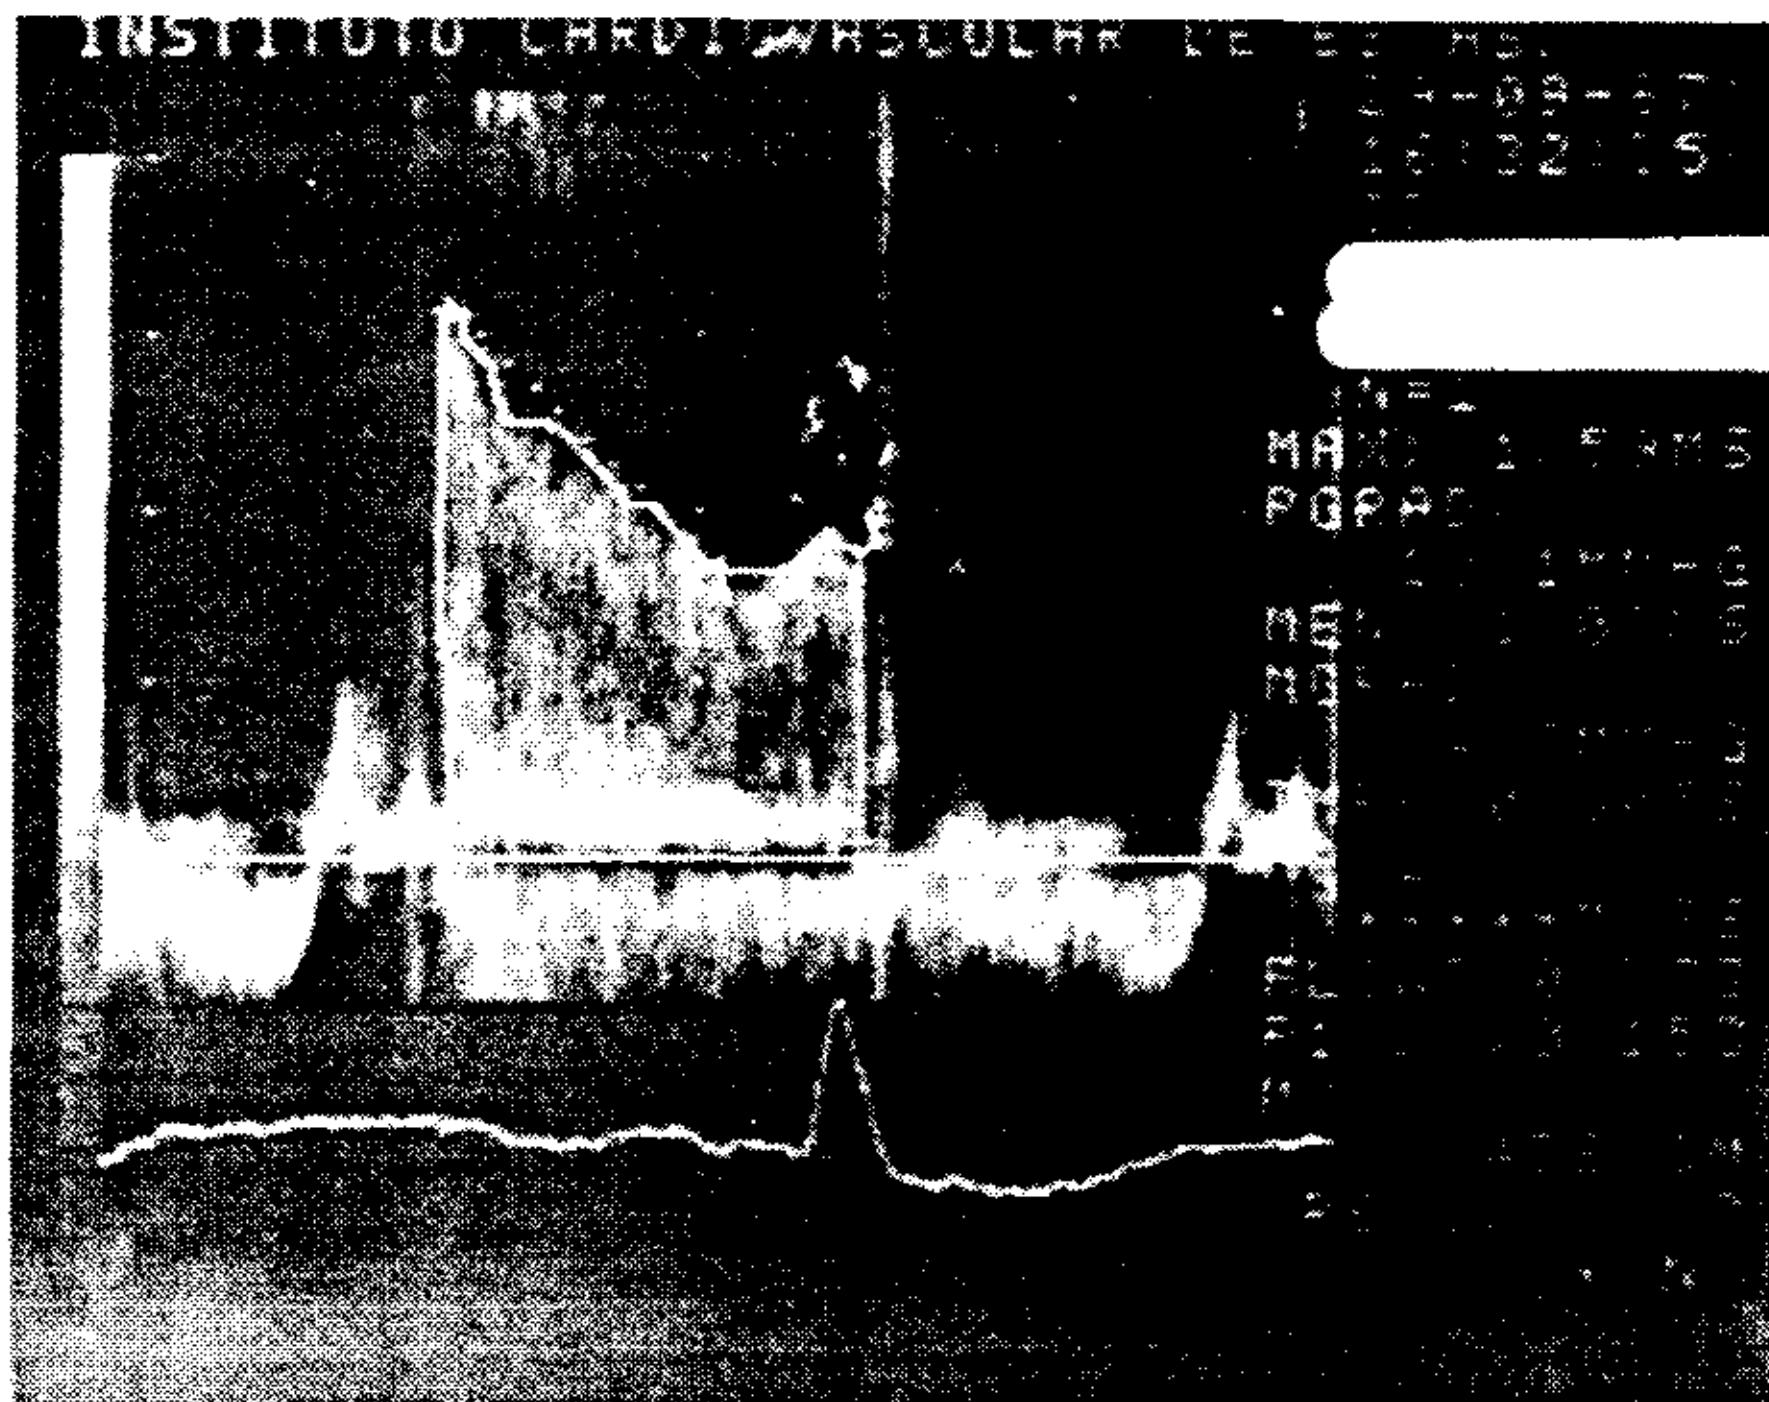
Se observa un típico trazado de estenosis mitral obtenida con Doppler continuo, con un aumento importante de la velocidad inicial. En los datos numéricos, a la derecha de la figura, puede hallarse la velocidad máxima (1,50 m/seg), el gradiente pico o máximo (10,1 mmHg), el gradiente medio (4,7 mmHg) y el tiempo de hemipresión ($P 1/2T = 153$ milisegundos). El área valvular es de $1,43 \text{ cm}^2$, producto de dividir (según la fórmula de Hatle) 220 por el $P 1/2T$ de 152 milisegundos.
